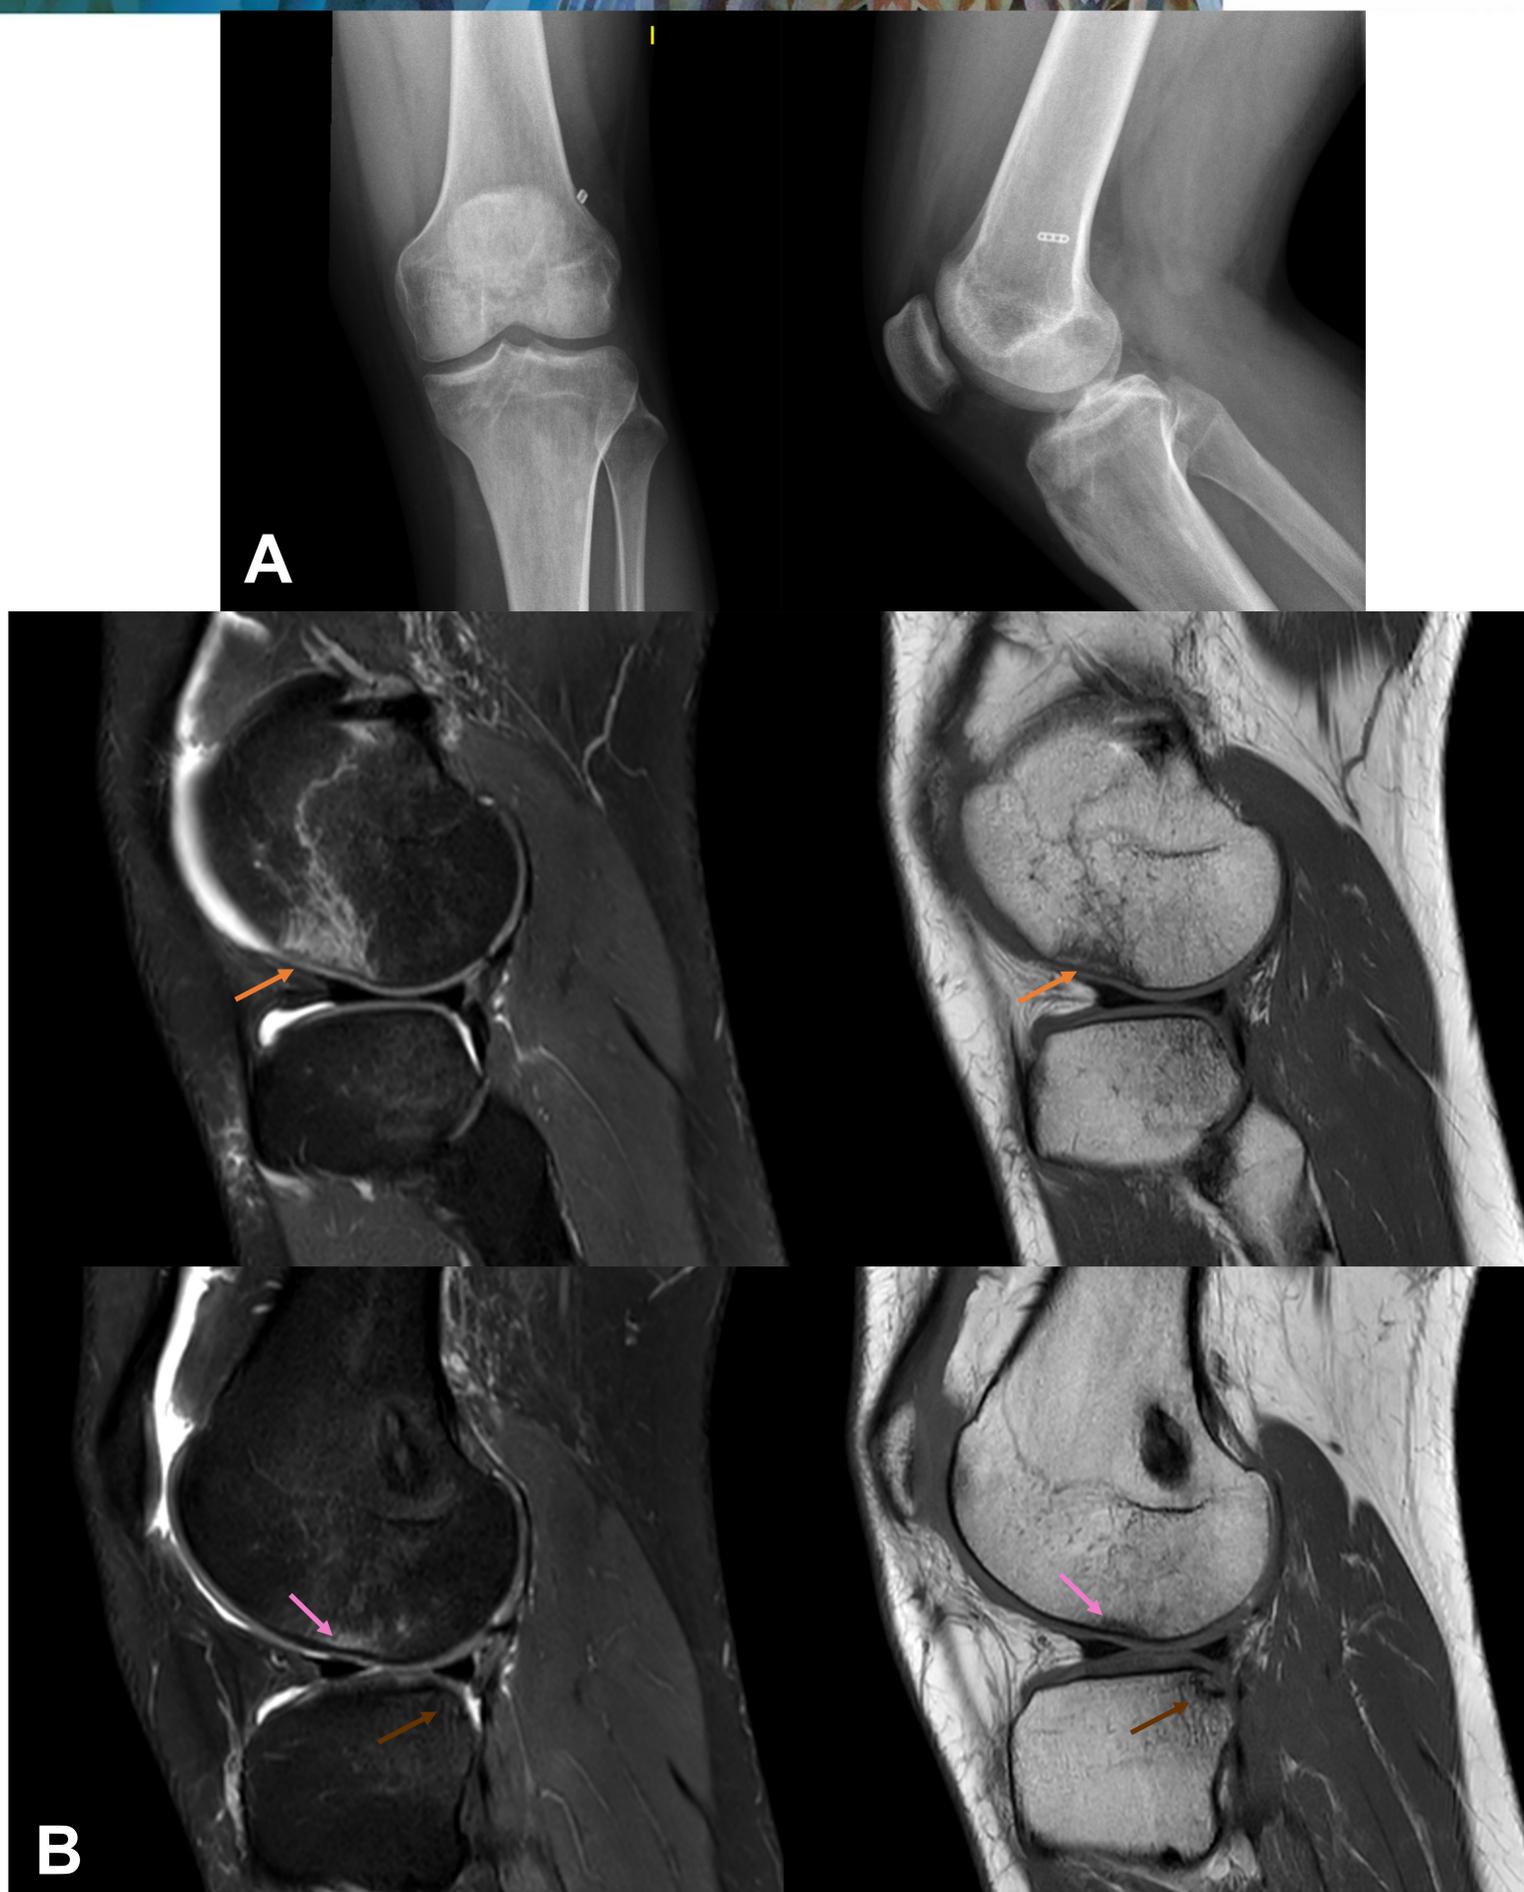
Radiografía AP y lateral de rodilla izquierda (A) donde se aprecian cambios de ligamentoplastia del LCA y sutil esclerosis subcondral del cóndilo femoral interno, sin líneas de fractura.
